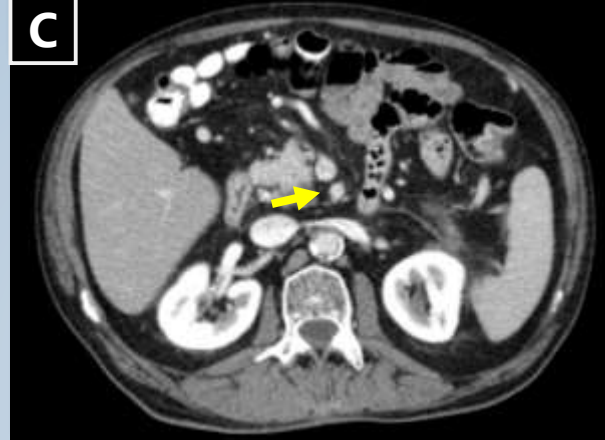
Estructuras vasculares clave en la evaluación de resecabilidad. A. Arteria hepática (AH) (flecha). B. Tronco celiaco (TC) (flecha). C. Arteria mesentérica superior (AMS) (flecha). D. Arteria gastroduodenal (AGD) (flecha). E. Vena Porta (VP) (flecha). F. Vena mesentérica superior (VMS) (flecha).
